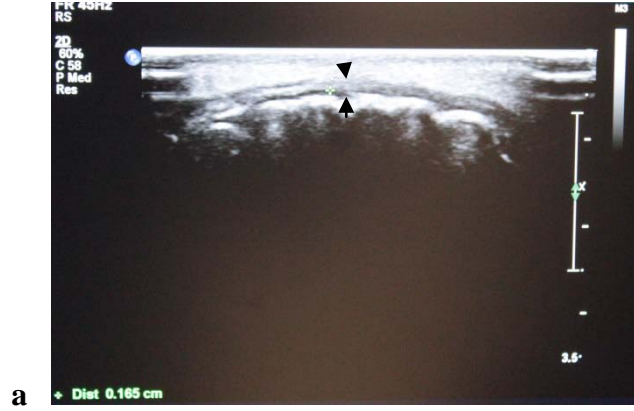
Ultrasonografik görüntüleme işlemi.
